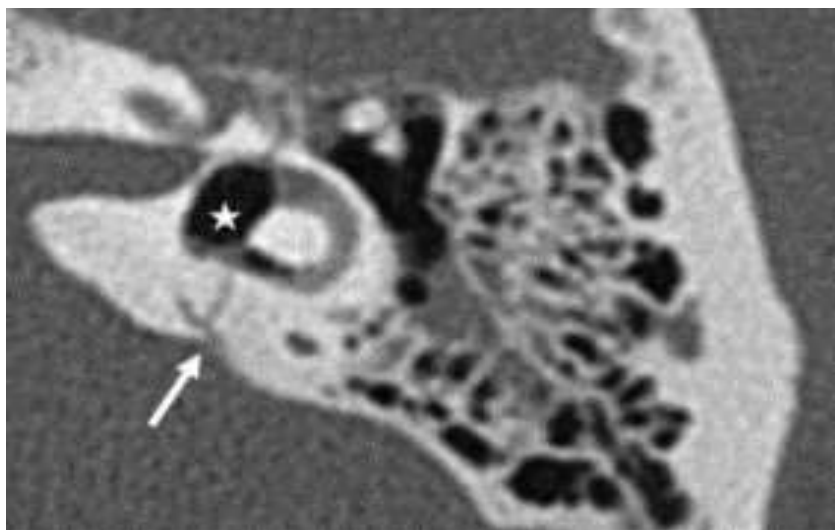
Fracture translabirynthique chez un patient ayant subi un traumatisme crânien. TDM en coupe axiale avec trait de fracture (flèche) passant par l'oreille interne et pneumolabyrinthe (astérisque) visible dans le vestibule et le CSC latéral[45].
